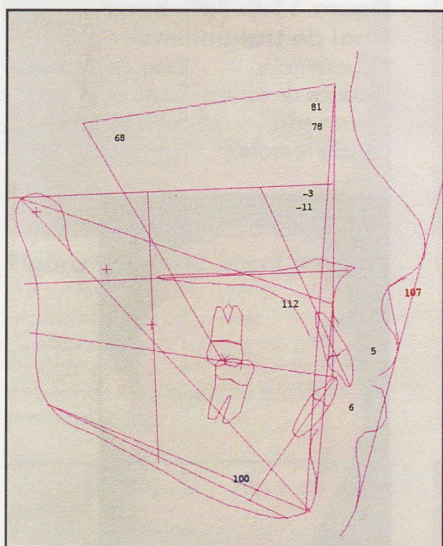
Telerradiografía final del tratamiento
